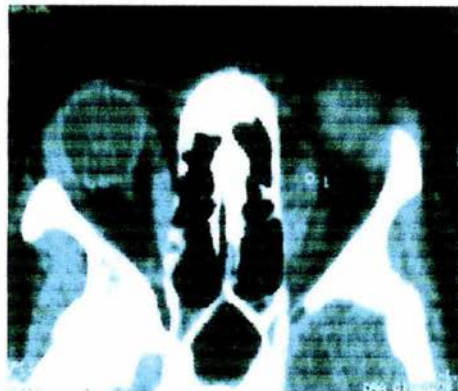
TAC órbitas oculares, dónde se muestra engrosamiento del músculo ocular interno de ojo izquierdo.
